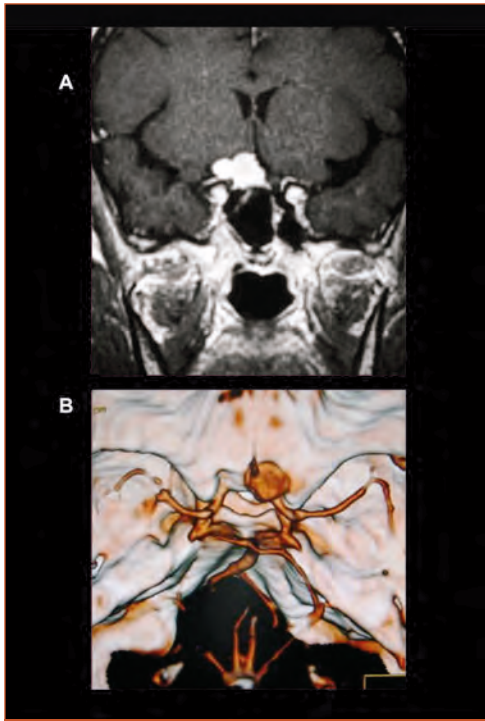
Meningioma do tubérculo selar (A-RM e B-Angio TC).
